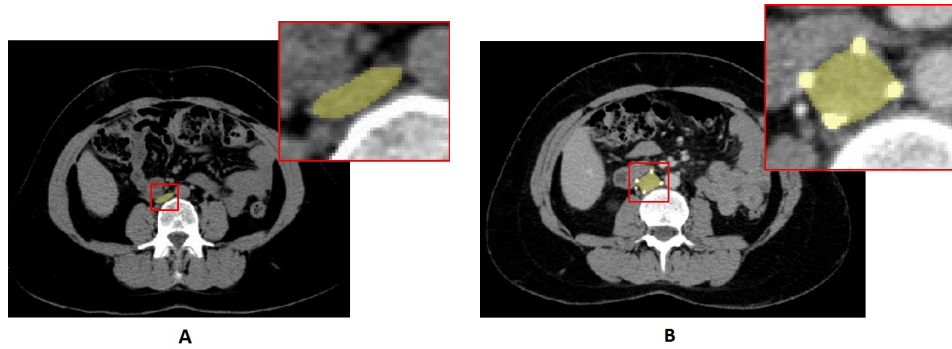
Tomografías axiales del abdomen durante maniobra de Valsalva: a) Sin filtro antitrombos b) Con filtro de Günther-Tulip de 4 patas.
